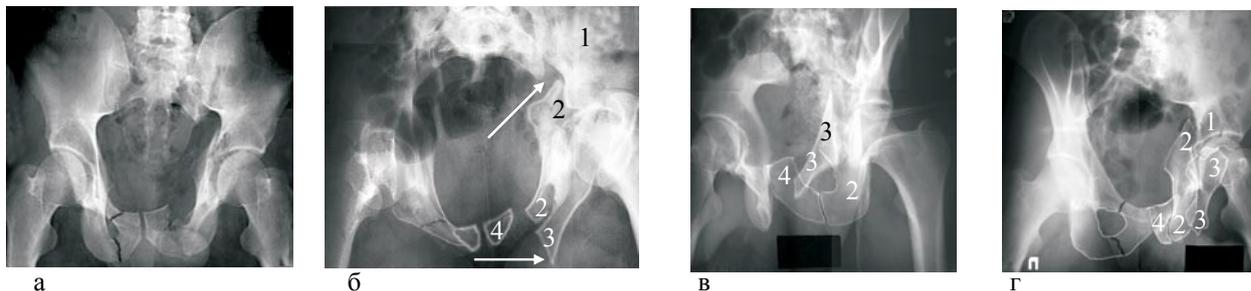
Многопроекционные косые рентгенограммы таза больного Р.С.Н. с многофрагментарным переломом обеих тазовых костей и подвывихом левой тазовой кости: а) на обзорной рентгенограмме таза определяется: незначительное смещение отломков правой лобковой, обеих седалищных костей и дна левой вертлужной впадины, краниальный подвывих левой подвздошной кости в крестцово-подвздошном суставе, отсутствует часть верхней ветви левой лобковой кости. Но рентгенограммы в косых проекциях (б, в, г) показывают иную, более тревожную, ситуацию: грубое смещение многих отломков левой тазовой кости в различных направлениях; б) на рентгенограмме в косой каудальной проекции «вход в таз» хорошо видно, что имеется подвывих левой подвздошной кости в крестцово-подвздошном суставе еще казади и медиально (верхняя стрелка), дистально-медиальный конец отломка левой лобковой кости (3) смещен латерально и кпереди настолько значительно, что угрожает перфорировать своим острием ткани в проекции паховой области (нижняя стрелка). Между отломками левых седалищной (2) и лобковой (3, 4) костей имеется диастаз. Указатели на рис. б, в, г: 1 — левая подвздошная кость; 2 — левая седалищная кость; 3 — левая лобковая кость; 4 — фрагмент левой лобковой кости, примыкающий к лобковому симфизу; в) косая рентгенограмма левой половины таза в запирающей (внутренней) проекции: свободный отломок левой лобковой кости, включающий ее тело и почти всю верхнюю ветвь (3), смещен на значительное расстояние от ее медиальной части (4) и вертлужной впадины; г) косая рентгенограмма левой половины таза в подвздошной (наружной) проекции: свободные отломки лобковой (3) и седалищной (2) костей находятся в значительном угловом, боковом и ротационном смещении, имеется диастаз между отломками (3 и 4) лобковой кости
